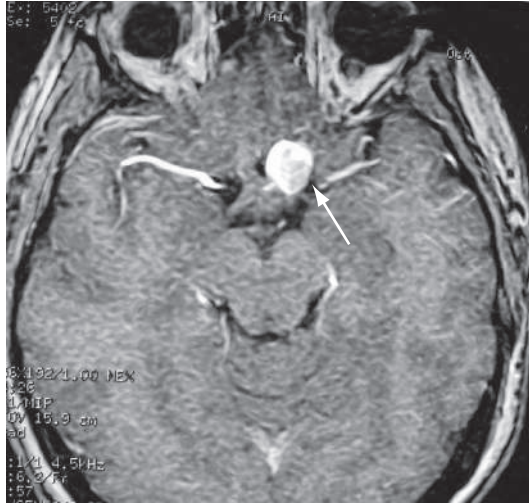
IRM cérébrale : anévrisme de l'artère communicante antérieure gauche découvert lors d'une baisse d'acuité visuelle progressive (mécanisme compressif).
